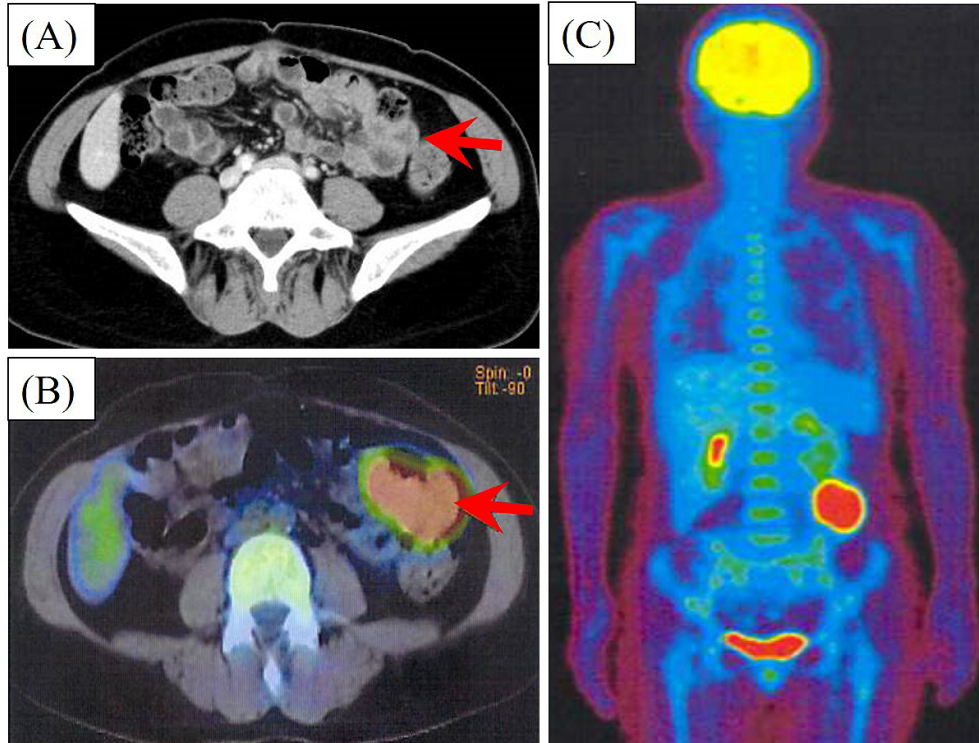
(A) Abdominal computed tomography shows wall thickening limited to the small intestine (arrow). (B) FDG-PET shows an abnormal uptake at the thickened wall, with a maximal standardized uptake value of 13.3. The arrow indicates the thickened wall of the small intestine. (C) FDG-PET shows no abnormal uptake anywhere other than at the thickened wall of the small intestine.
